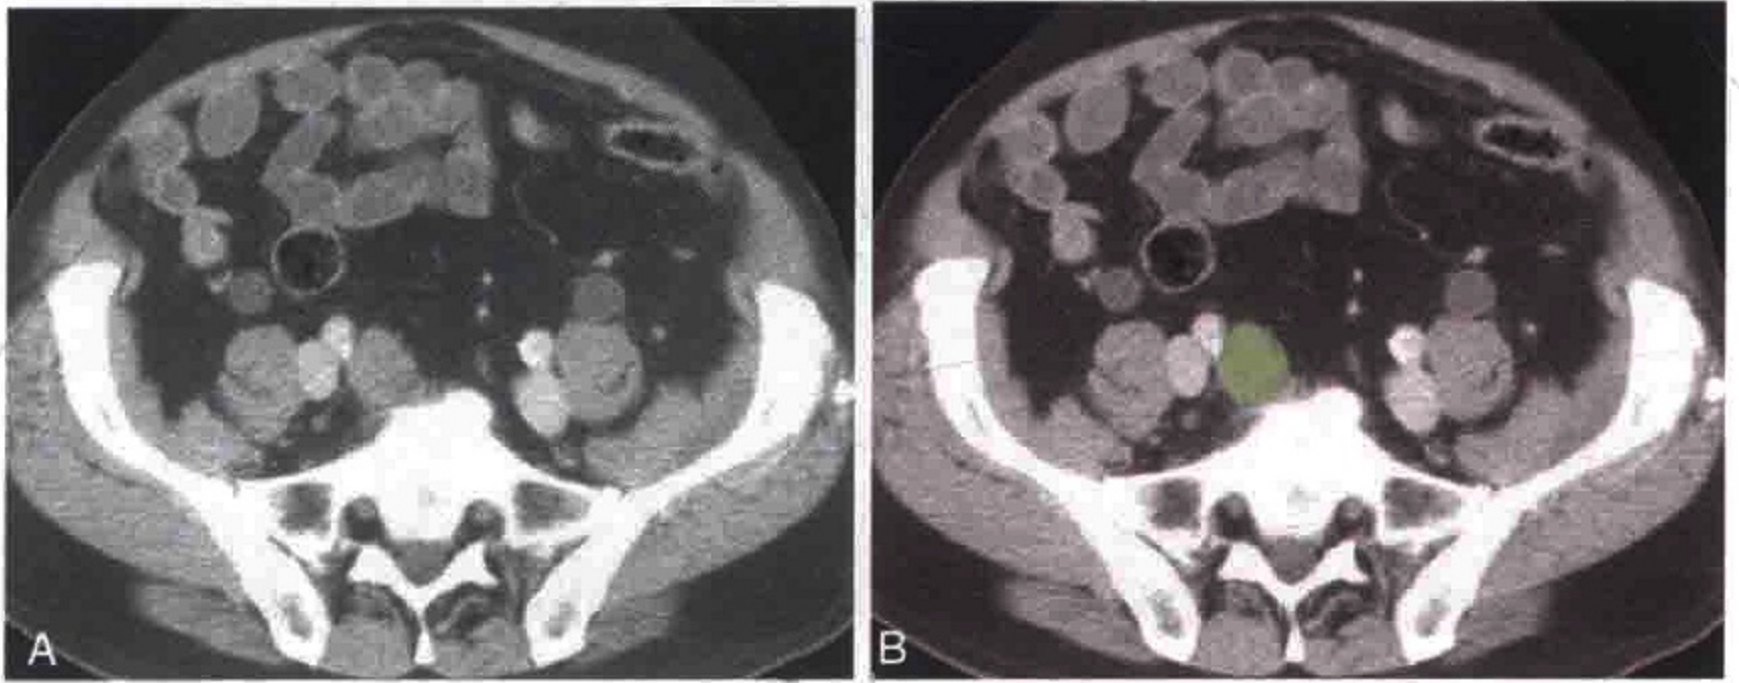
横轴位 CT 图像示前列腺癌患者右髂总淋巴结转移 (绿色)
